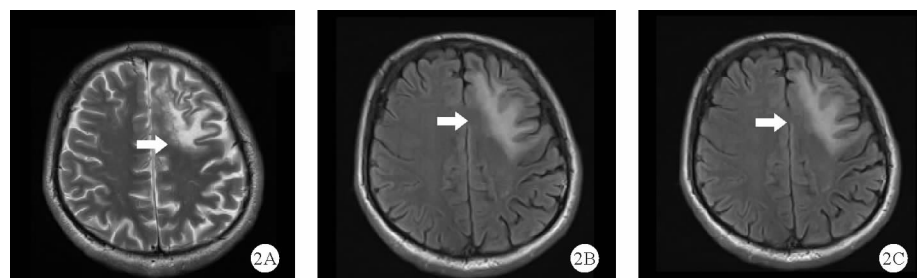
患者 2019 年 6 月 15 日头部增强 MRI 检查结果(A ~ C: T1、T2、T2 Flair、T1WI 像上增强扫描 T1 + C 序列可见左侧额顶叶皮层下白质受累, 未见病灶强化及占位效应; 如箭头所示)
